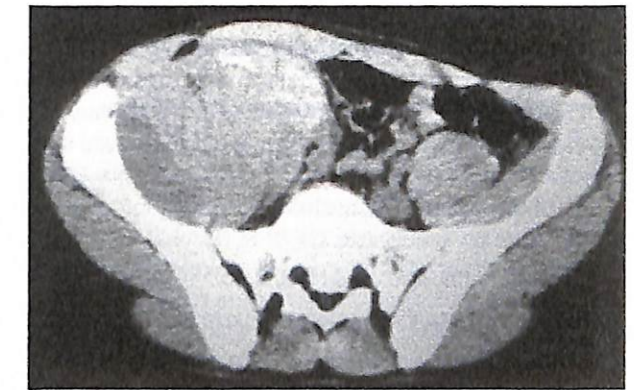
TAC pélvico con masa hiperdensa compatible con hematoma a nivel de compartimento iliopsoas derecho.
